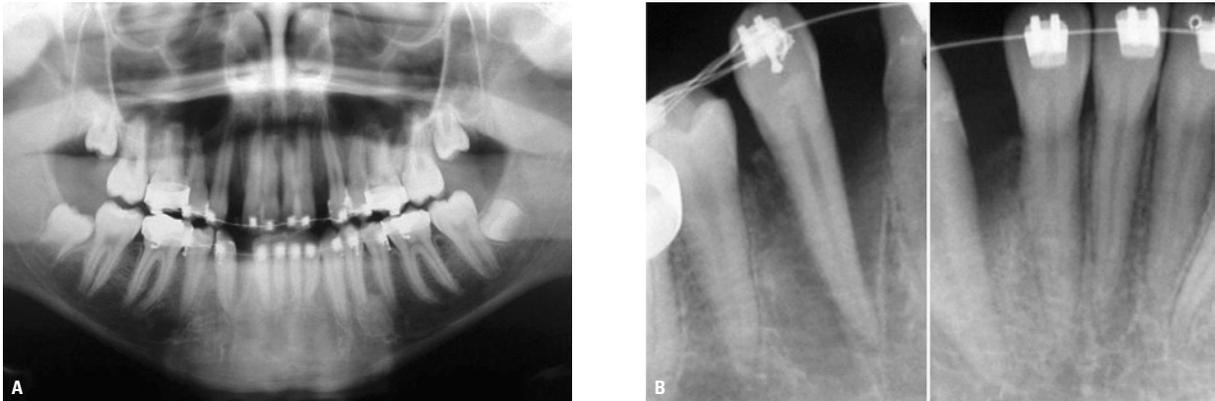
Radiografias após a RRC no arco inferior. A) A radiografia panorâmica demonstra a movimentação de corpo do canino inferior e B) as periapicais evidenciam a integridade radicular do canino e do incisivo lateral.
